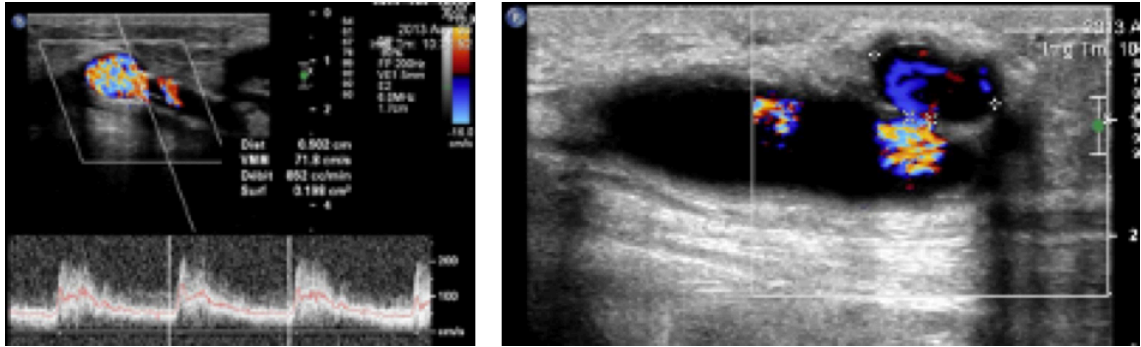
Échodoppler couleur et pulsé d'une FAV huméro-basilique montre un débit normal à 852 ml/min avec un faux anévrisme veineux non thrombosé de la veine basilique [67]
